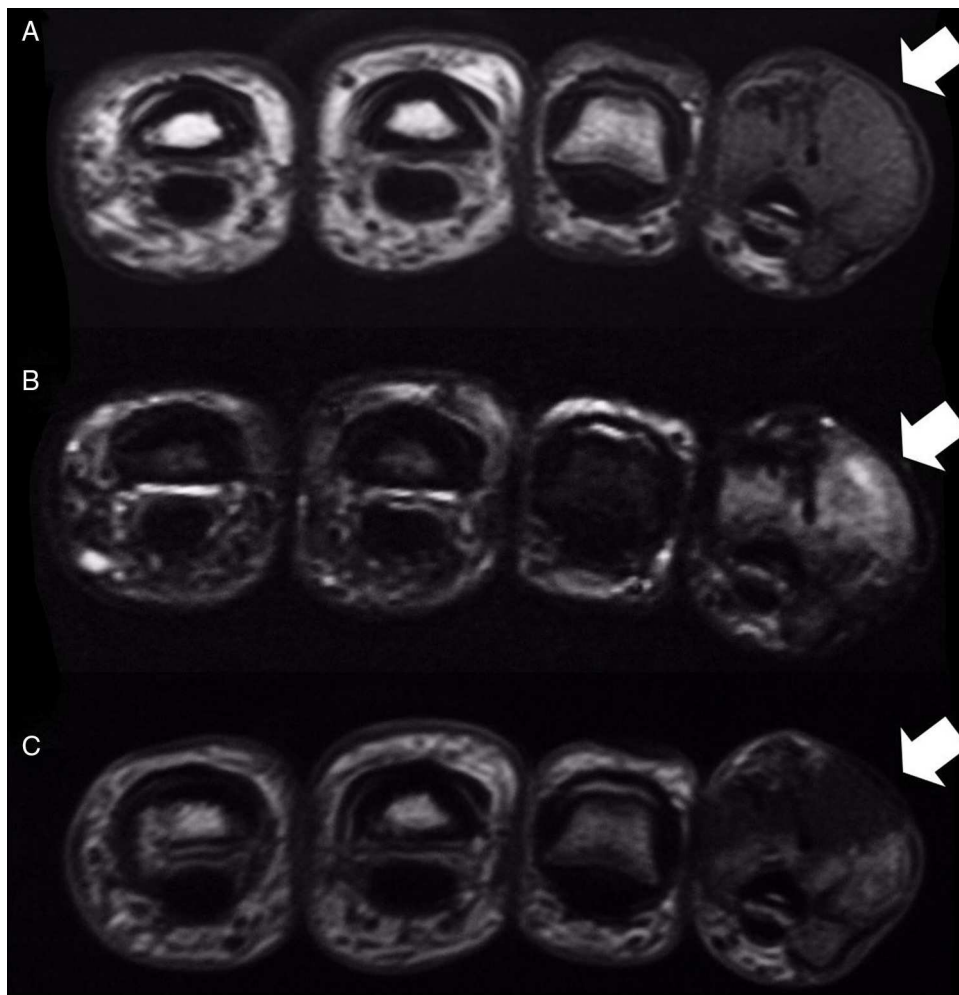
Cortes axiales de RM, observándose una lesión hipointensa en T1 (A) e hiperintensa en T2 (B), con discreta captación tras la administración de contraste (C).
